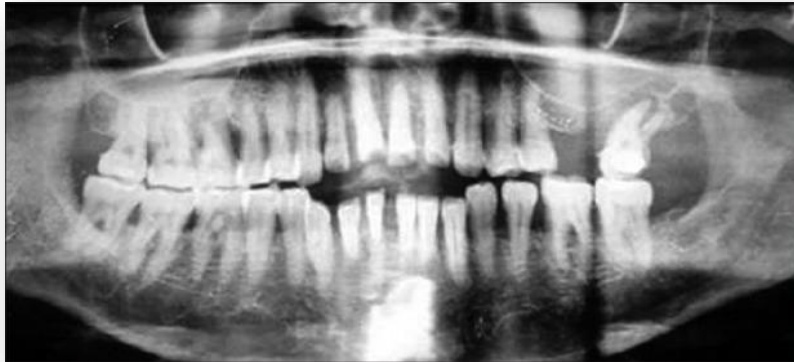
Radiographie panoramique montrant une perte osseuse modérée à sévère.
